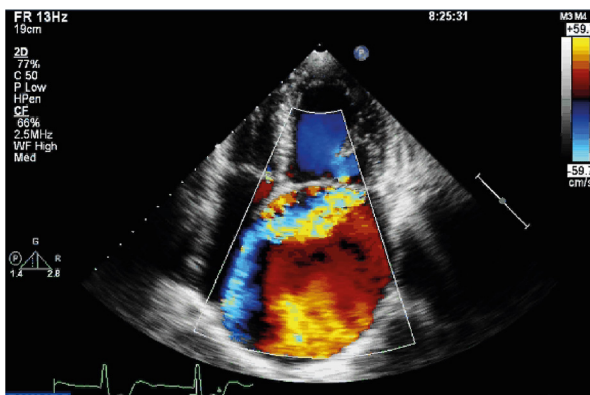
Caso de Insuficiência mitral atrial (Fonte- arquivos internos do Setor de Ecocardiografia do Instituto Dante Pazzanese de Cardiologia).
